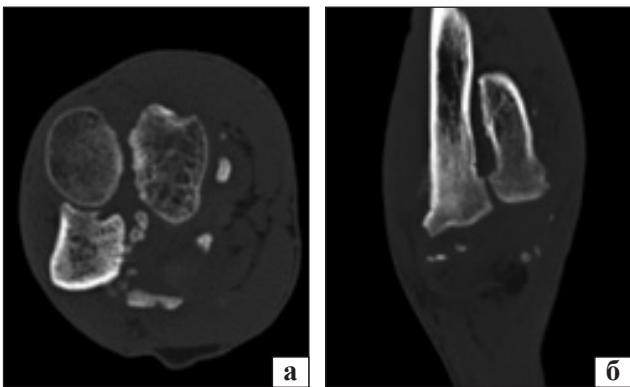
Горизонтальний (а) та фронтальний (б) зрізи КТ на рівні проксимального променево-ліктьового зчленування
